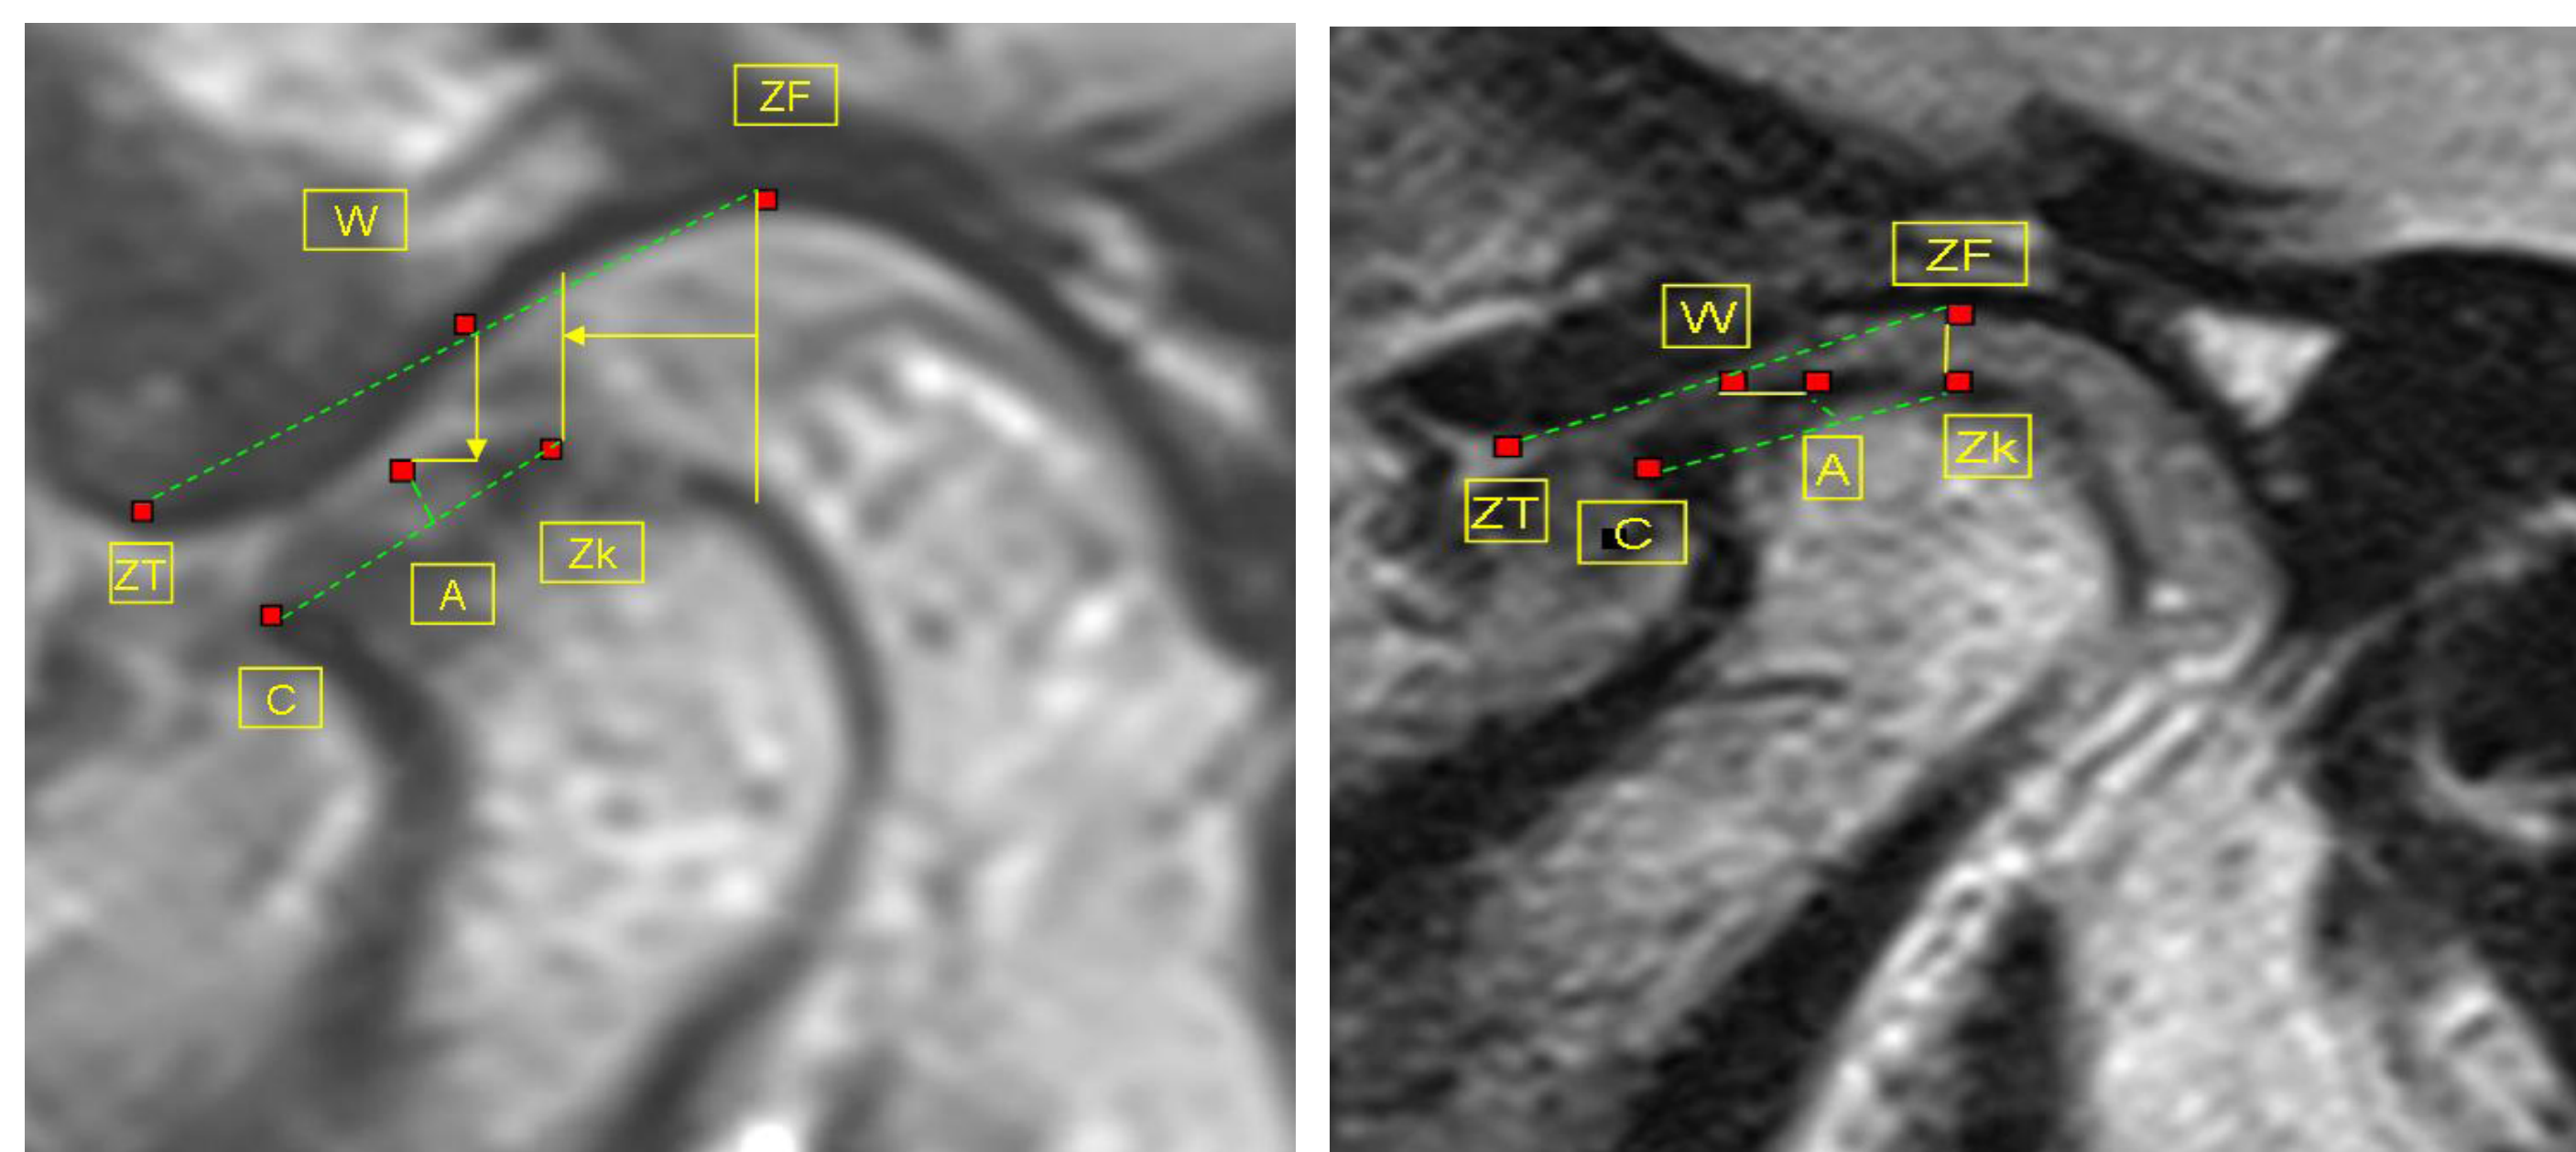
Sagittales MRT des zentralen Gelenkbereiches in habitueller Okklusion und in DIR-Position zur Darstellung der Lage bzw. Form des Diskus in Relation zum Kondylus. Abb. 5: Habituelle Okklusion: Anteriore Verlagerung um 3 mm, kaudale Verlagerung um 2 mm, Abb. 6: DIR-Position
